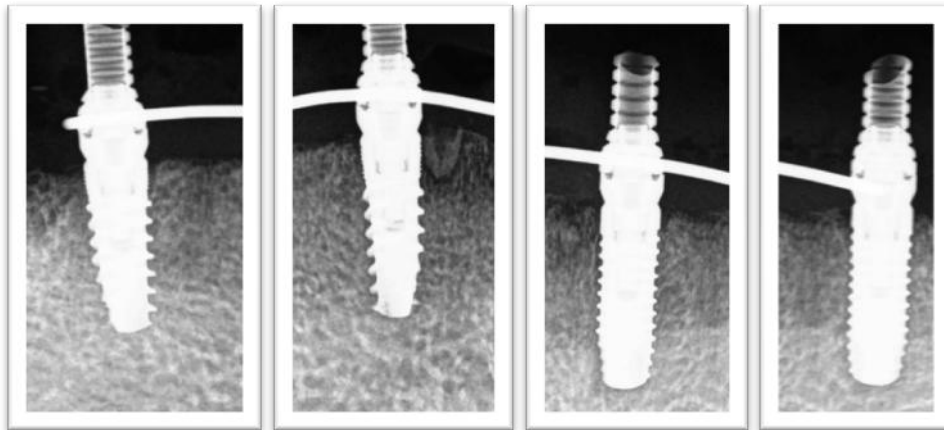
Radiografías periapicales con paralelizador (1 mes después de la cirugía).
